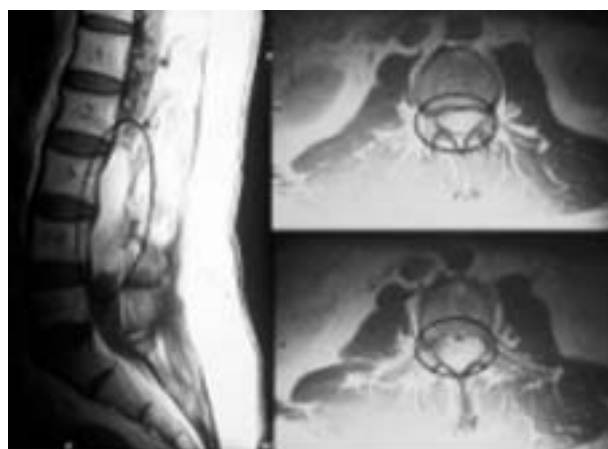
Paciente 2. Resonancia magnética lumbar mostrando el paraganglioma en vistas sagital y coronal.
